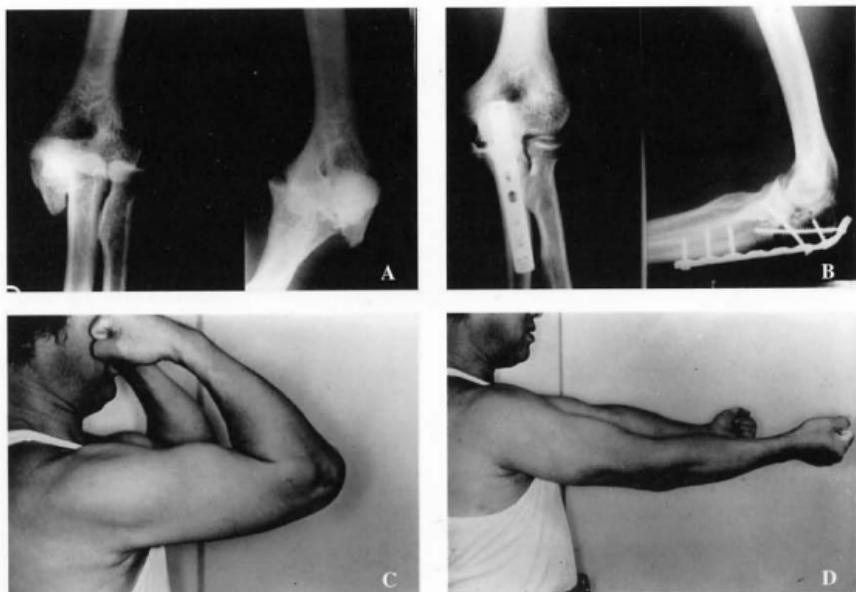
A fifty-five-year-old male patient sustained transolecranon fracture-dislocation in elbow due to bicycle accident. A: Preoperative A-P and lateral radiographs. B :Postoperative 12 months A-P and lateral radiographs. The coronoid is fixed with a interfragmentary screw(position screw)entering through the plate dorsally. C,D: Postoperative 12 months photographs.
